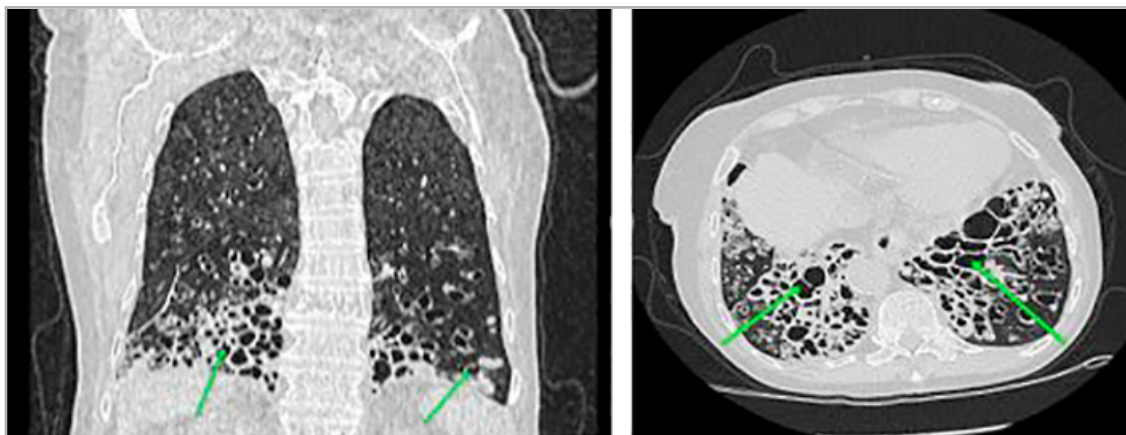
КТ-томограмма во фронтальной и аксиальной плоскостях. Легочное окно. В обоих легких визуализируются бронхоэктазы с преимущественным поражением нижних долей (зеленые стрелки). Определяются также признаки мультифокального целлюлярного бронхоиолита наряду с «мозаичной» картиной
